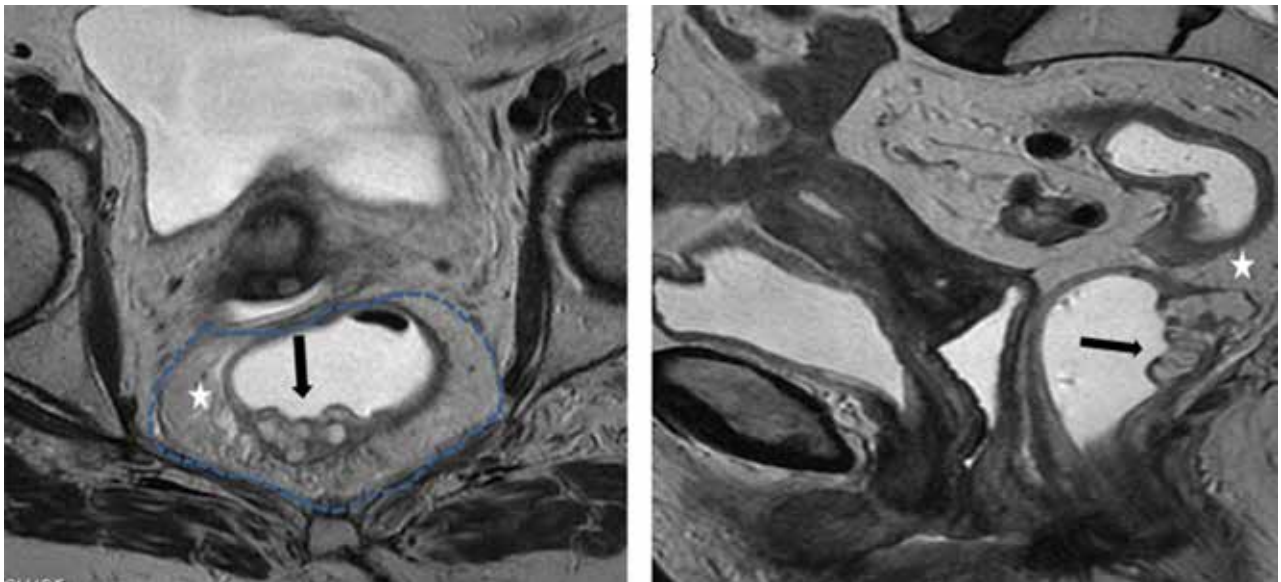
RM AR, secuencias axial y sagital T2. Áreas de mucina, hiperintensas (flechas negras), mesorecto (estrella), fascia mesorectal (línea de puntos).
